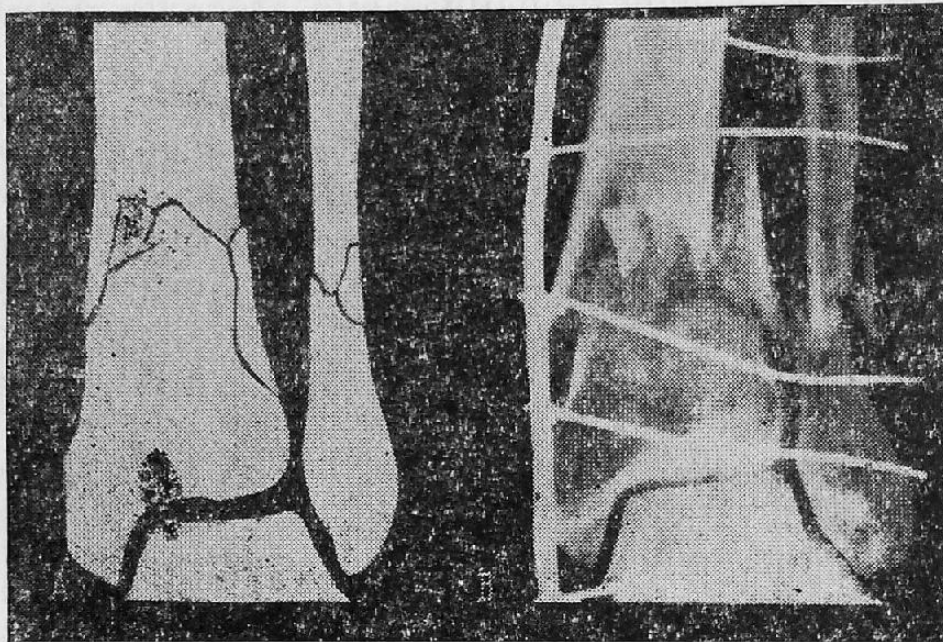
Макет (А) рентгеновского изображения (Б) шинированного оскольчатого перелома костей голени. На макете отражена линия перелома, проходящая по поверхности кости, обращенной в момент рентгенографии к пленке
